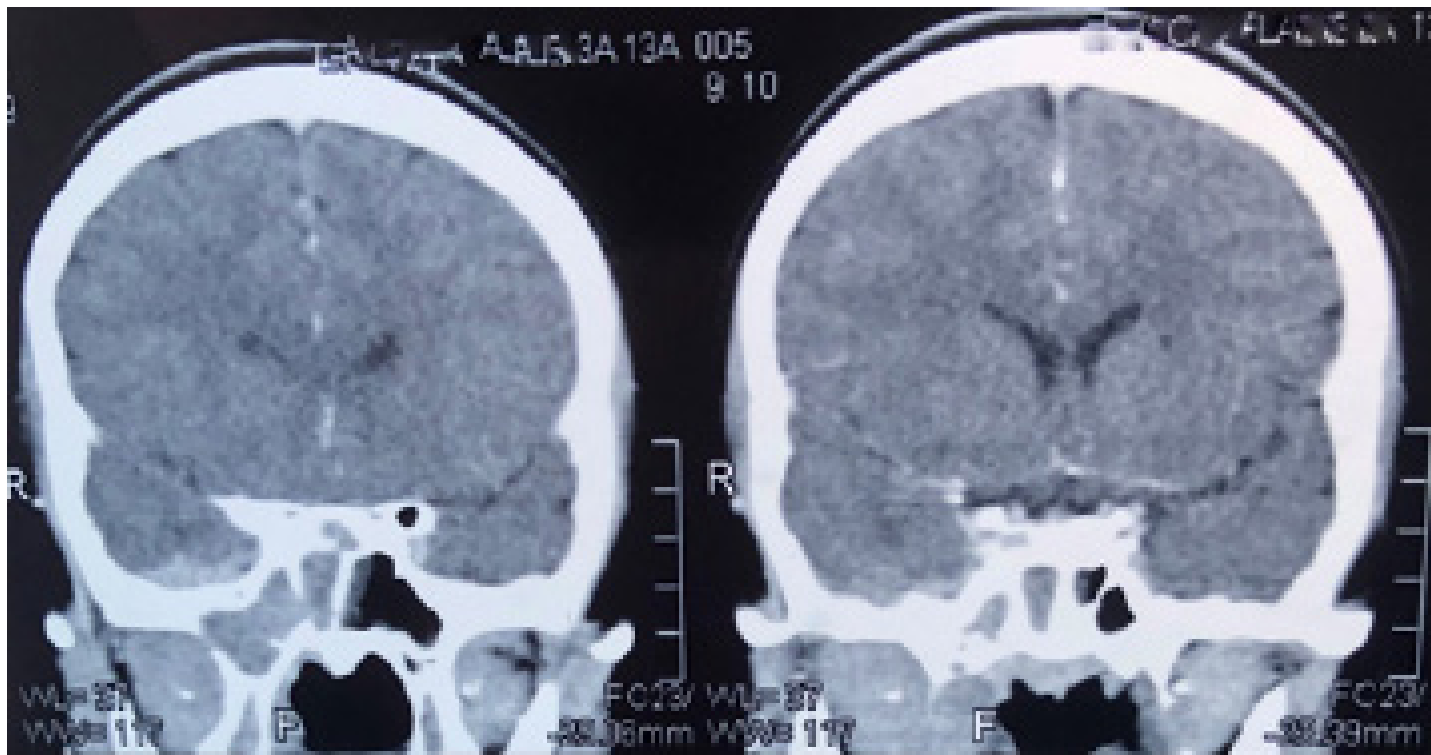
TC de cerebro con contraste, corte axial y coronales: imagen hiperdensa en lóbulo temporal derecho.
